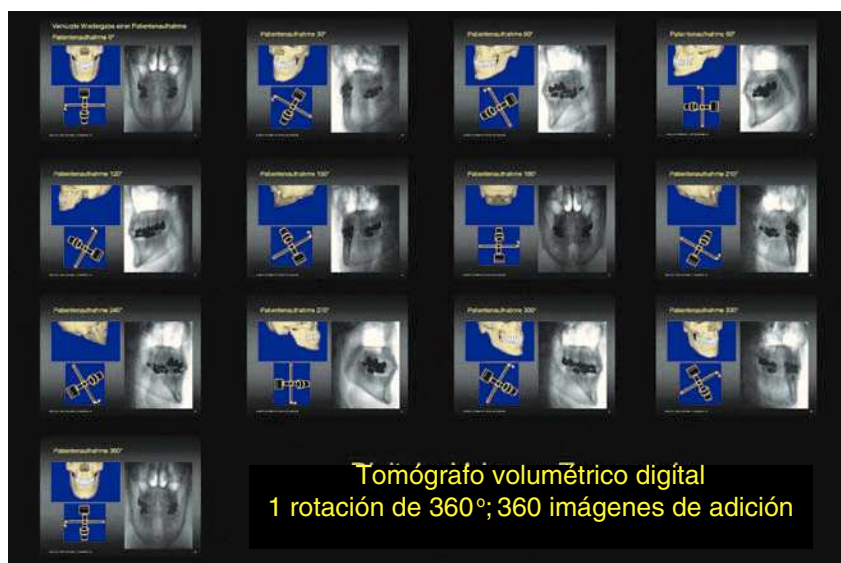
Cada una de las posiciones del tubo de rayos X y del detector así como de la imagen fluoroscópica correspondiente durante una tomografía volumétrica digital.
